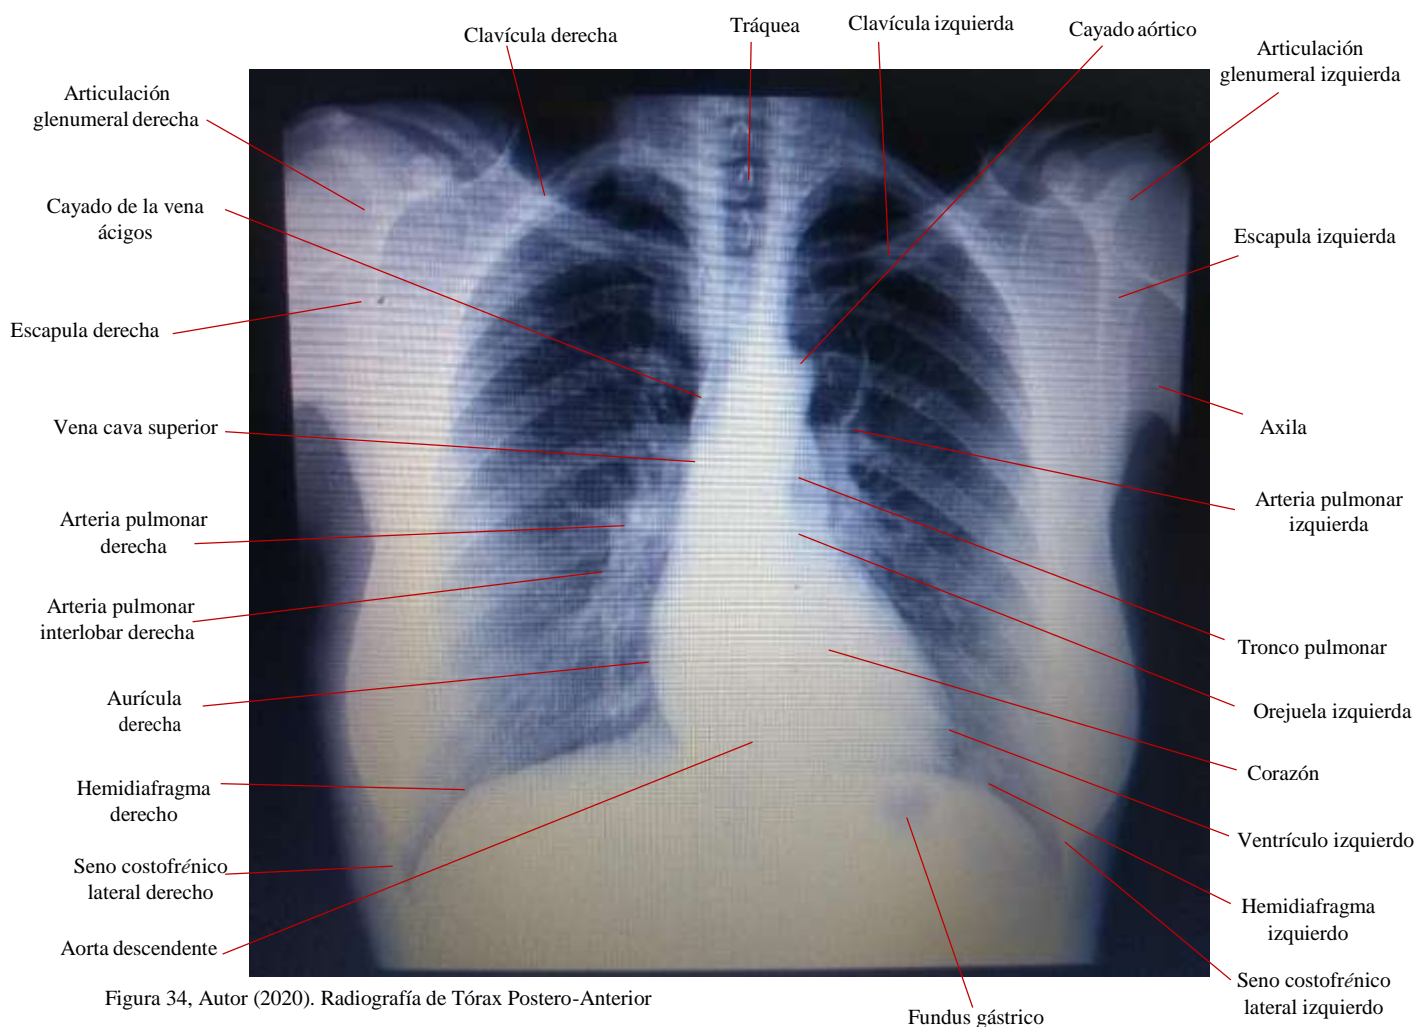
Autor (2020). Radiografía de Tórax Postero-Anterior
